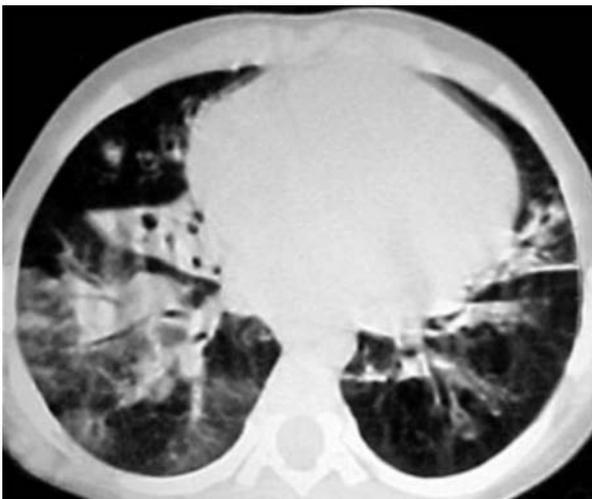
Tomografía computada de una paciente con bronquiolitis obliterante posinfecciosa, con patrón en mosaico, atelectasias y bronquiectasia.
